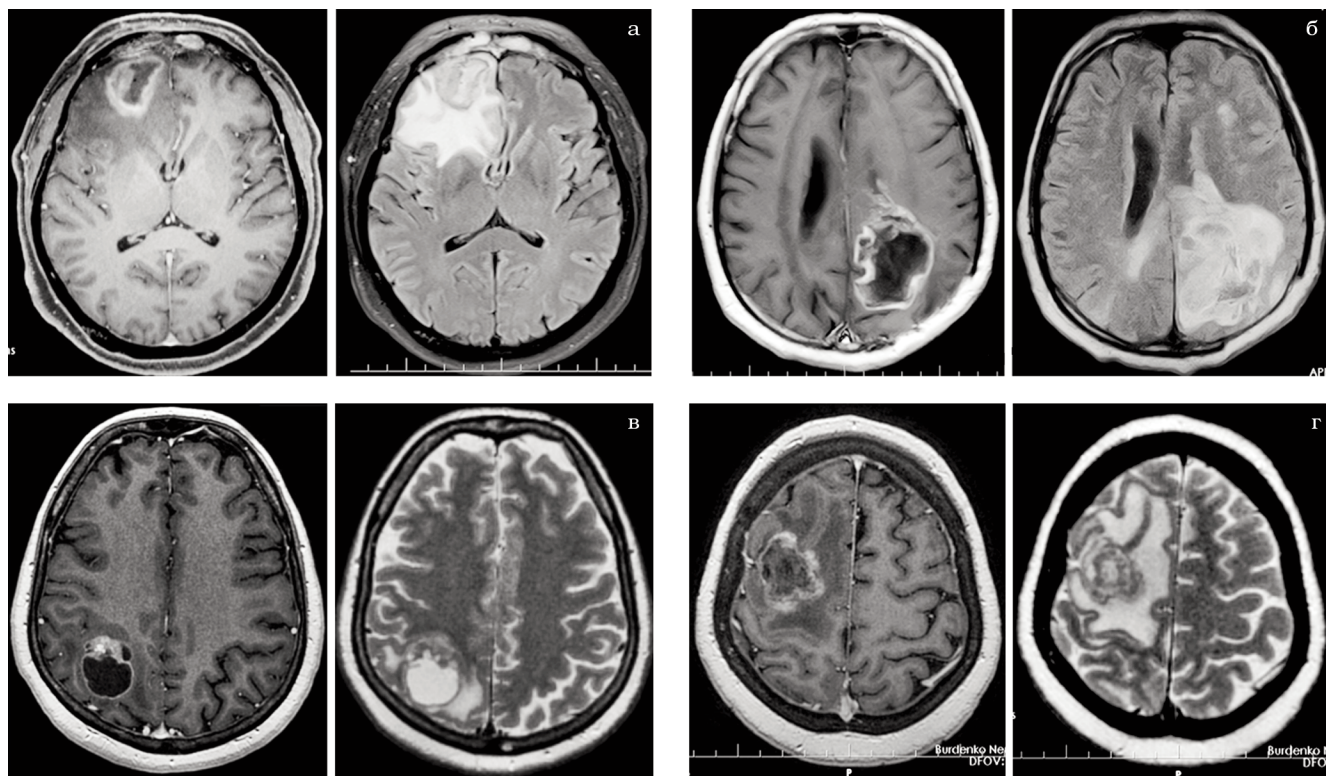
МРТ головного мозга в режимах T_1 с контрастным усилением и T_2 . Дифференциальный диагноз: – абсцесс (а); – глиобластома (б); метастаз рака яичников (в); лучевой некроз (г)
